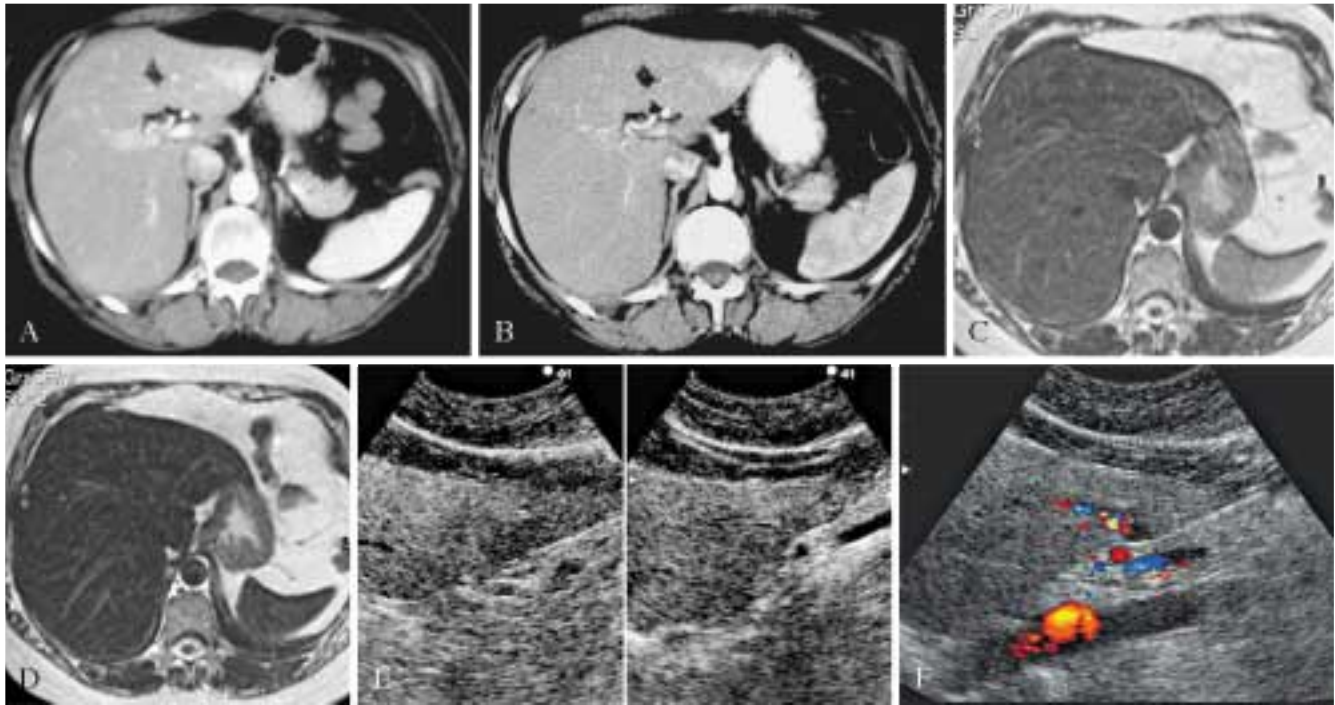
THAD localizzata settoriale (II – III segmento), cuneiforme con bordo netto, sostenuta da shunt artero-portale (A). Nello stesso paziente rivalutato a distanza di 1 anno: il reperto appare invariato (B). L'indagine RM (sequenze GraSE T2 dipendenti) non evidenzia lesioni focali a carico del parenchima epatico all'esame diretto (C), nè dopo somministrazione (D) di mdc RES – specifico (Resovist). L'ecografia con color Doppler conferma l'assenza di lesioni focali del lobo epatico sinistro (E) e documenta la presenza di circolo anomalo intraparenchimale caratterizzato da segnale misto arterioso e venoso a livello del II – III segmento (F).
